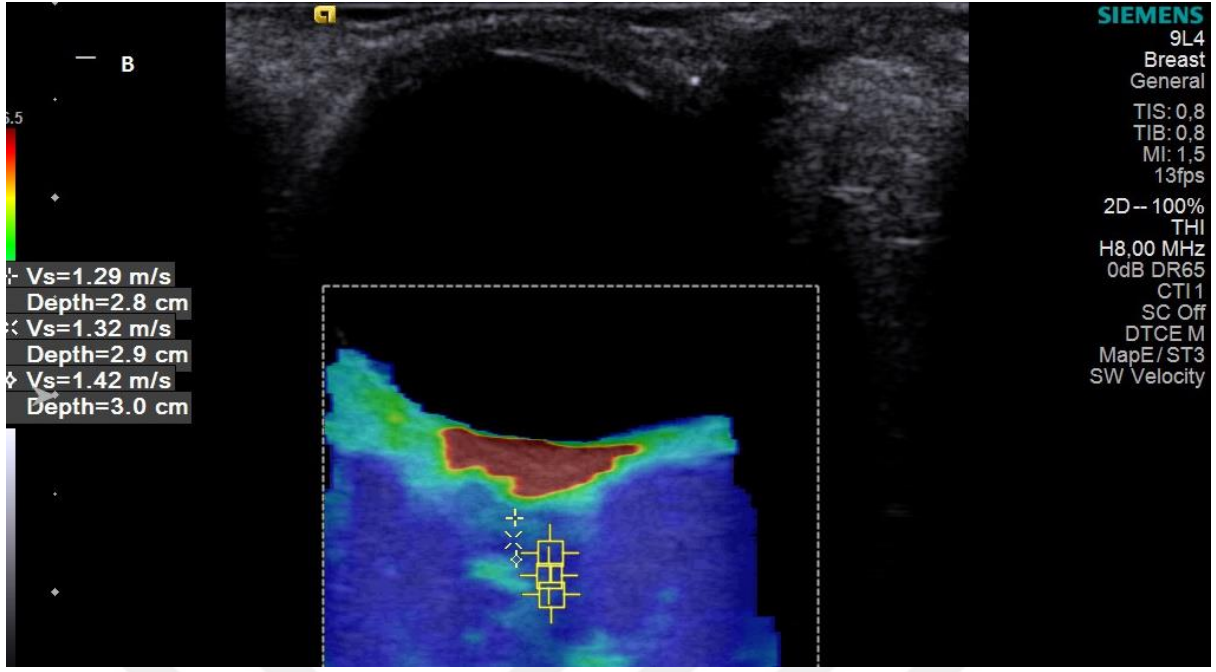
61 yaşında diabetik retinopatisi olan erkek hasta. A.Gri skala USG'de sağ optik sinir trasesi hipoekoik olarak seçilmektedir.B.Elastogramda optik sinir proksimal kesiminden 3 farklı düzeyde gerinim değeri hesaplanmıştır.
